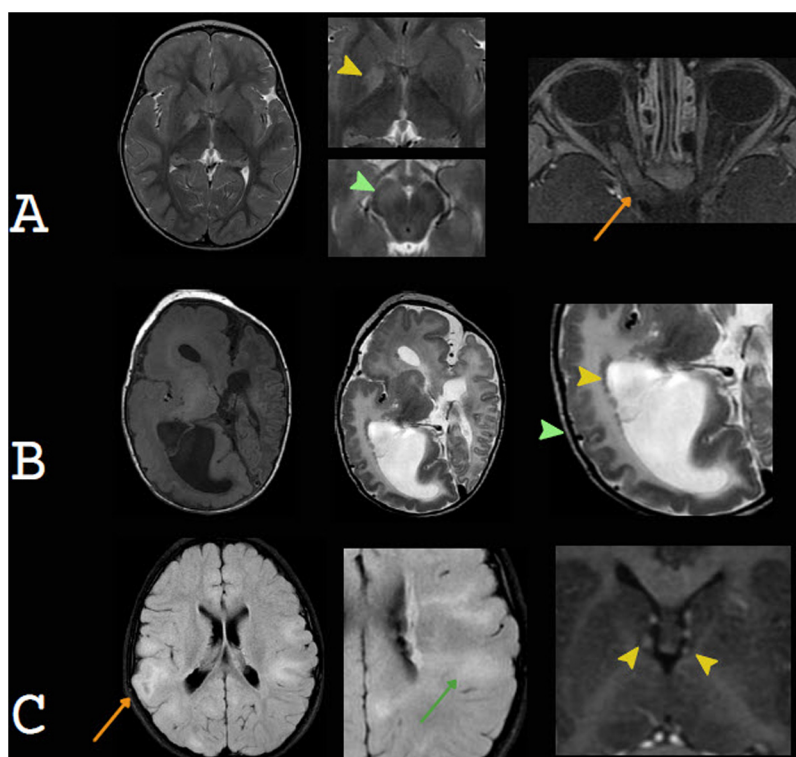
Ejemplos de megalencefalia del desarrollo. En este grupo de patología, los hallazgos radiológicos son asimétricos. A) Neurofibromatosis tipo 1. Focos de alta señal en T2 (FOCI) en el globo pálido y pedúnculo cerebral derechos (puntas de flecha amarilla y verde respectivamente). Además, se observa un engrosamiento del nervio óptico derecho, sin realce con contraste, compatible con un glioma de la vía óptica (flecha naranja). B) Hemimegalencefalia unilateral completa displásica. Mayor tamaño del hemisferio cerebral y ventrículo lateral derechos. Se observa además una extensa alteración del desarrollo cortical (punta de flecha verde), con nódulos heterotópicos subependimarios (punta de flecha amarilla). C) Esclerosis tuberosa. En la secuencia T2-FLAIR se observan túberos corticales (flecha naranja) y las características líneas de migración radial (flecha verde). En la secuencia T1 con contraste se observan pequeños nódulos subependimarios, no obstructivos (puntas de flecha amarillas).
